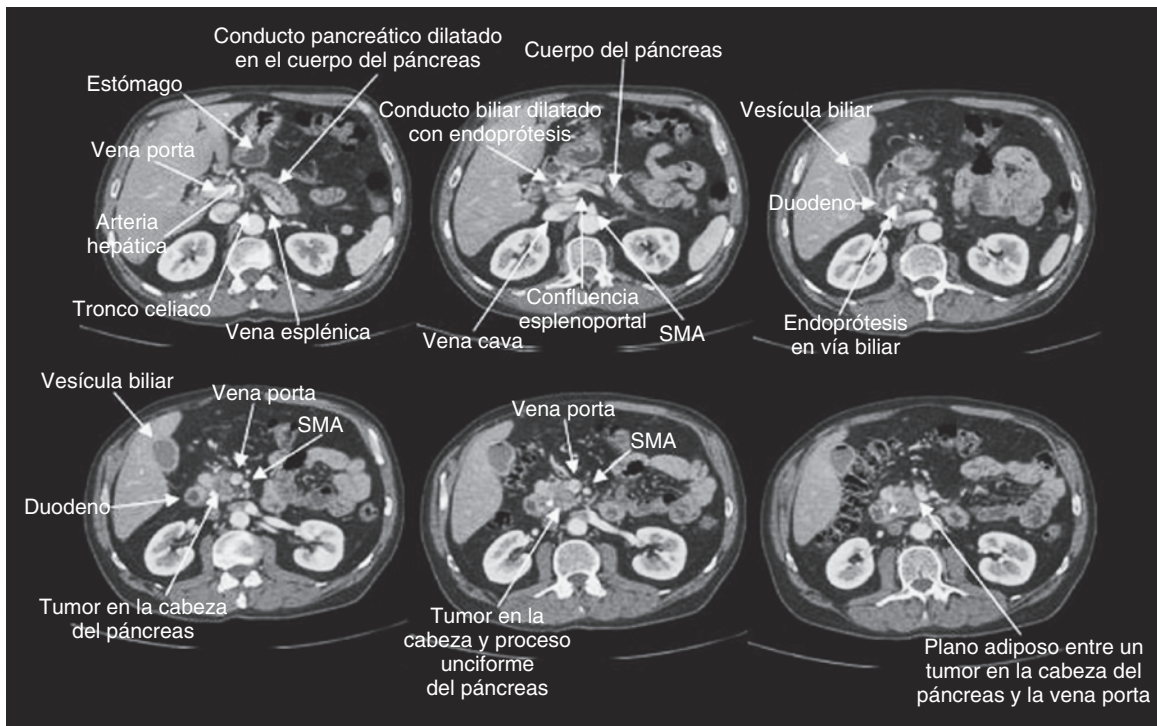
Imagen por tomografía computarizada que muestra cáncer de páncreas susceptible de resección. SMA, arteria mesentérica superior.
